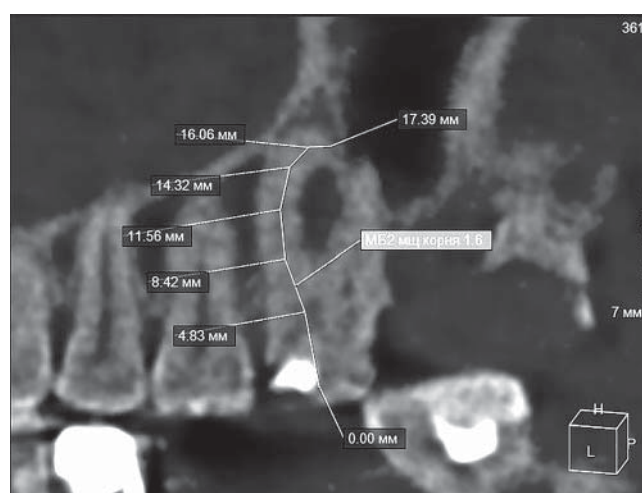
Срез 3D – томограммы: эндодонтопародонтальное поражение верхней челюсти на уровне верхних левых премоляров и моляров у пациента М., 55 лет
